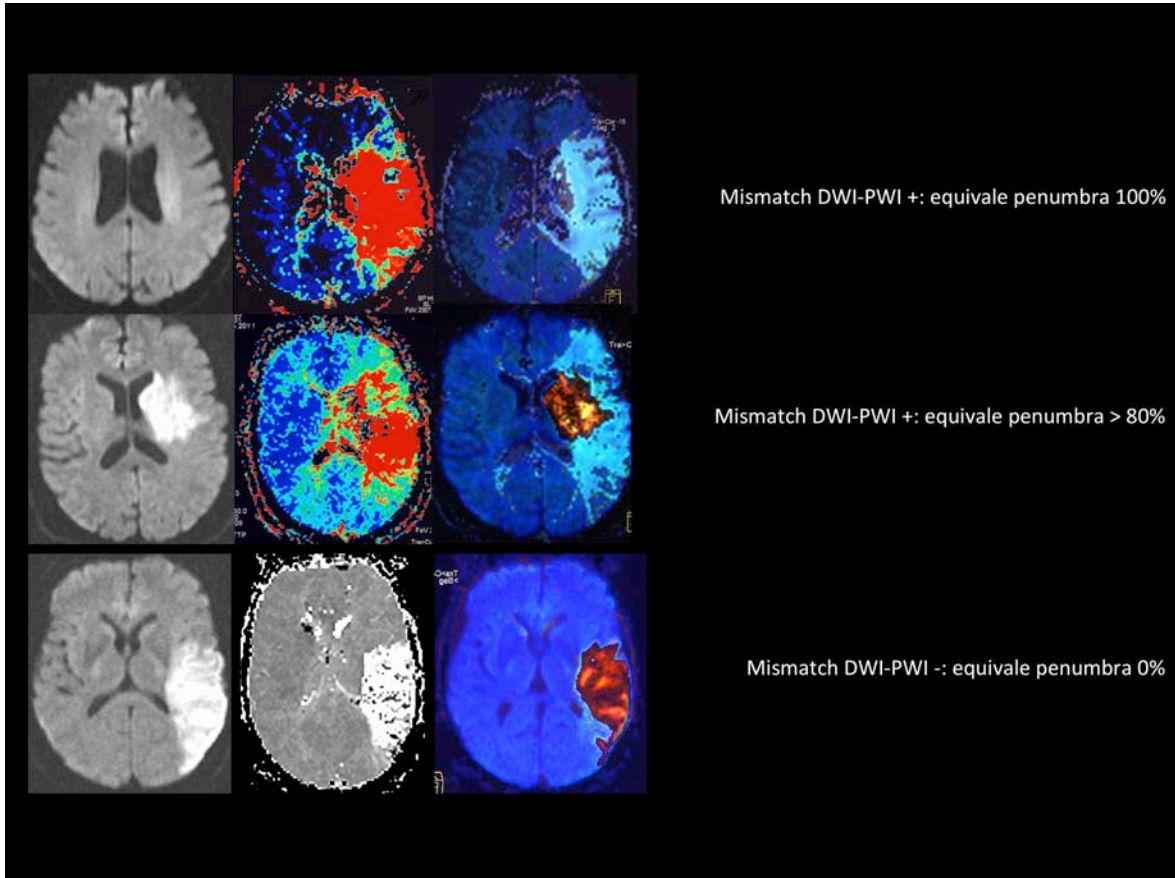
Tipos de penumbra valorada por RM.
